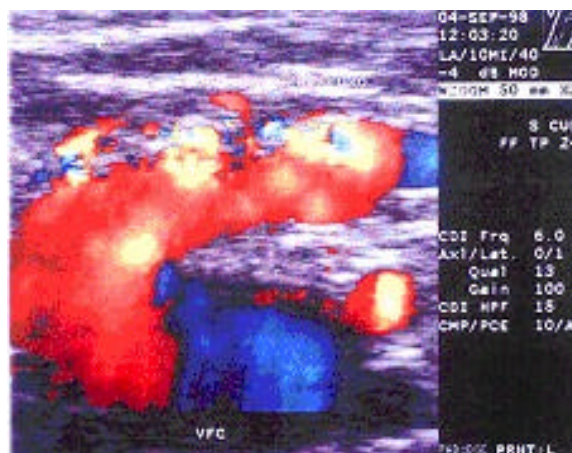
Eco-Doppler colorido e mapeamento de insuficiência de junção safeno-femoral esquerda (coto residual) em paciente safenectomizada com varizes recidivadas.
